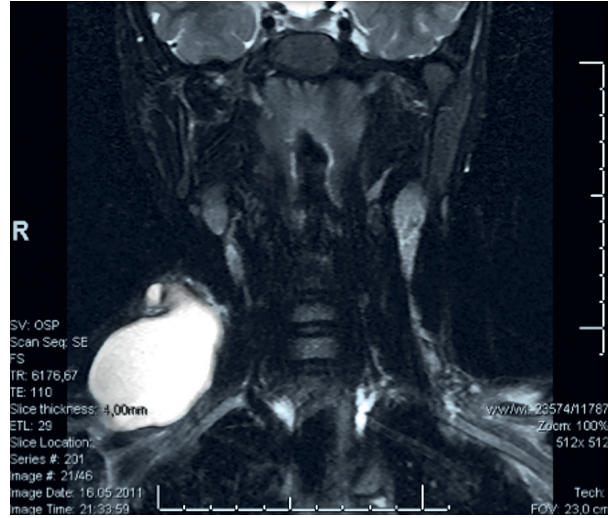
C: MRG koronal kesitte T2 sekanta hiperintens karakterde septali multiloküle venöz malformasyon ile uyumlu görünüm.
